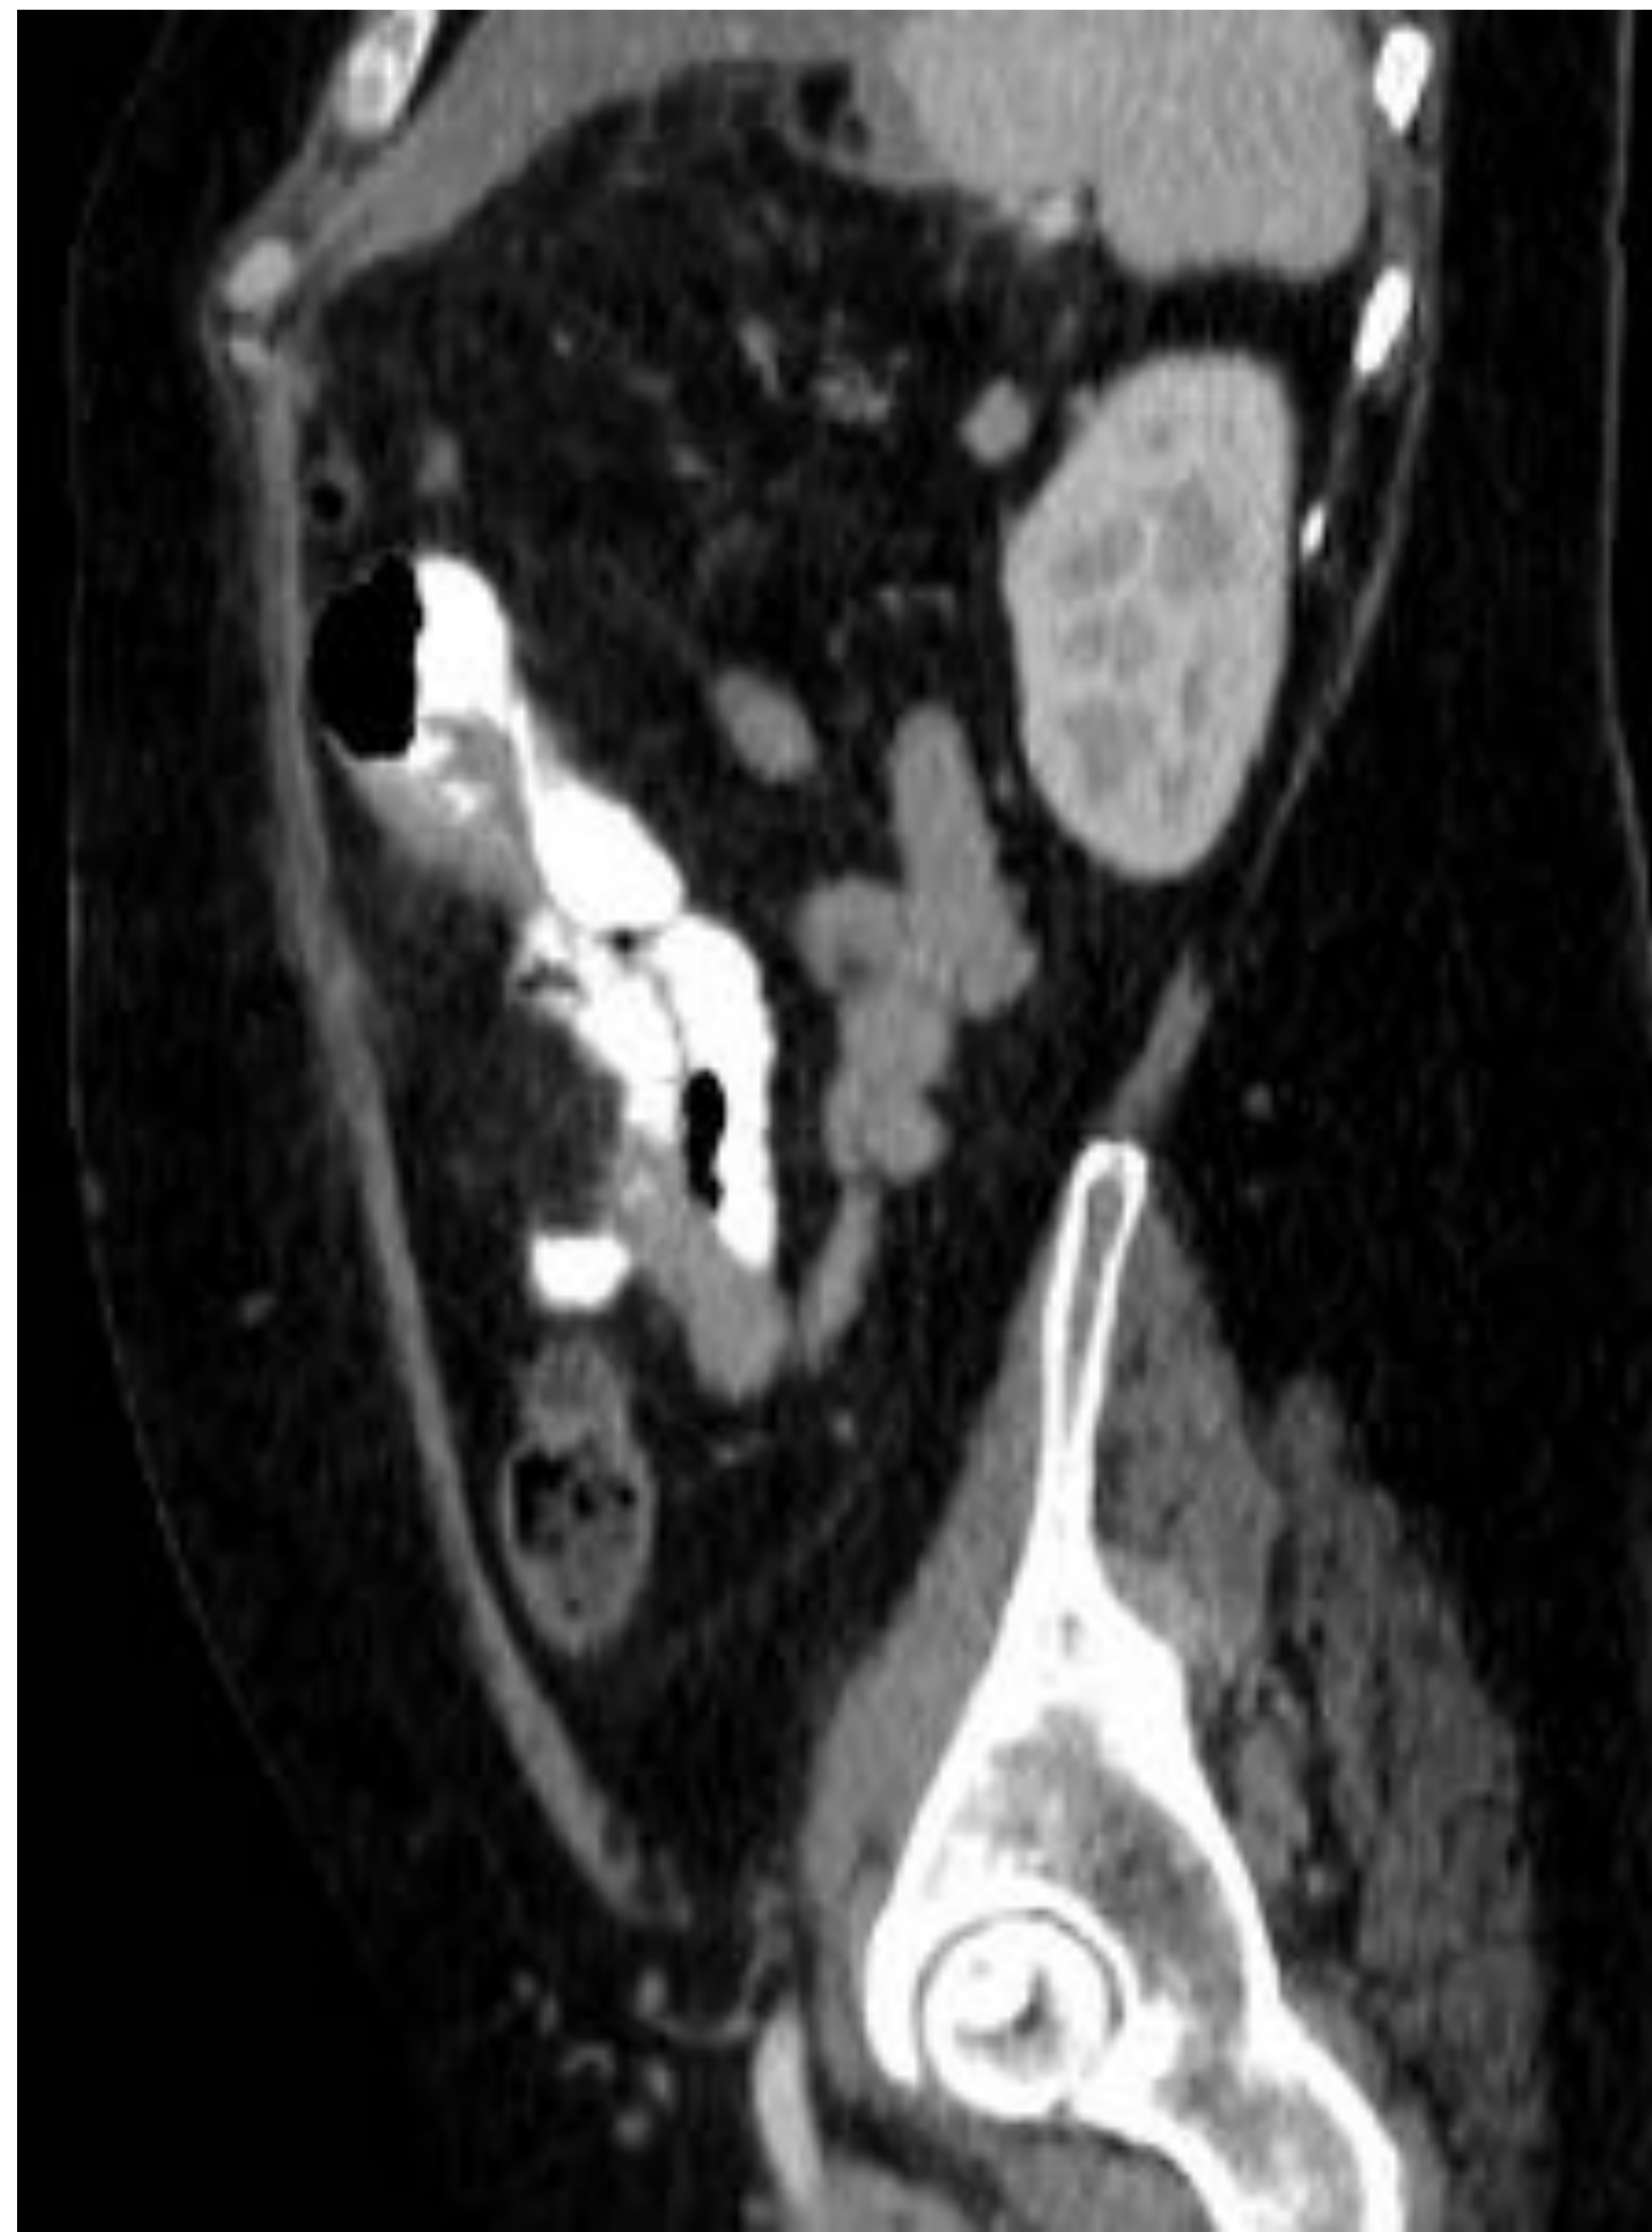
plano sagital CT (1) que muestra el asa biliopancreática sin contraste oral; el asa de roux contiene contraste oral que progresa hacia el conducto común
